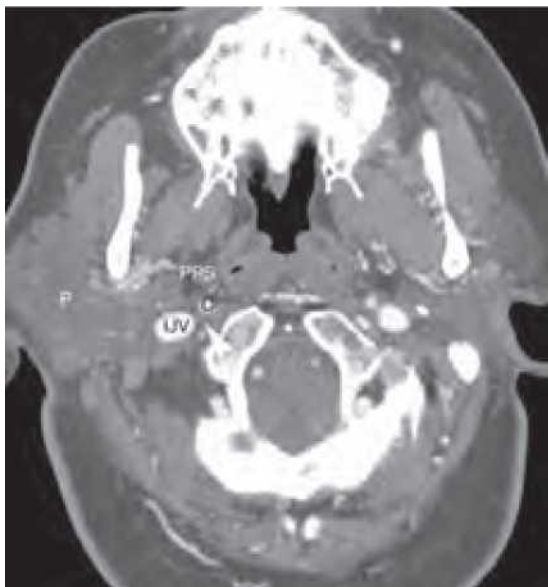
Tomografie computerizată (CT) axială a gâtului cu substanță de contrast, care arată conținutul spațiului carotidian: vena jugulară internă (VJI), artera carotidă (C) și nervii cranieni (vârful săgeții). Rețineți că nervii cranieni nu pot fi vizualizați individual și sunt arătați ca având densitate focală a țesuturilor moi posterioară și ușor laterală față de artera carotidă. Sunt indicate și marginile parotide (P) și spațiile parafaringiene (SPP).
